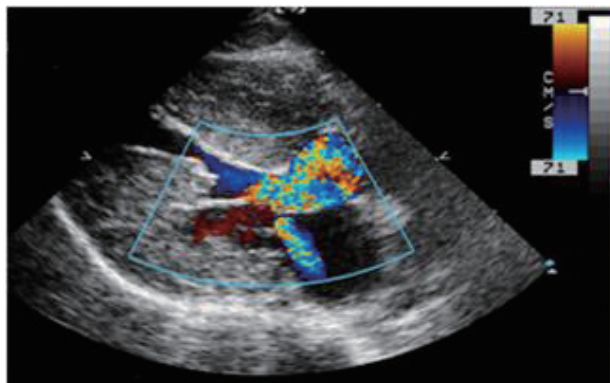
비대성심근병증이 승모판의 수축기 전방운동 (SAM)현상을 보이는 고양이의 심초음파 영상으로 2방향으로 제트기 분사와 같은 양상을 보인다.
